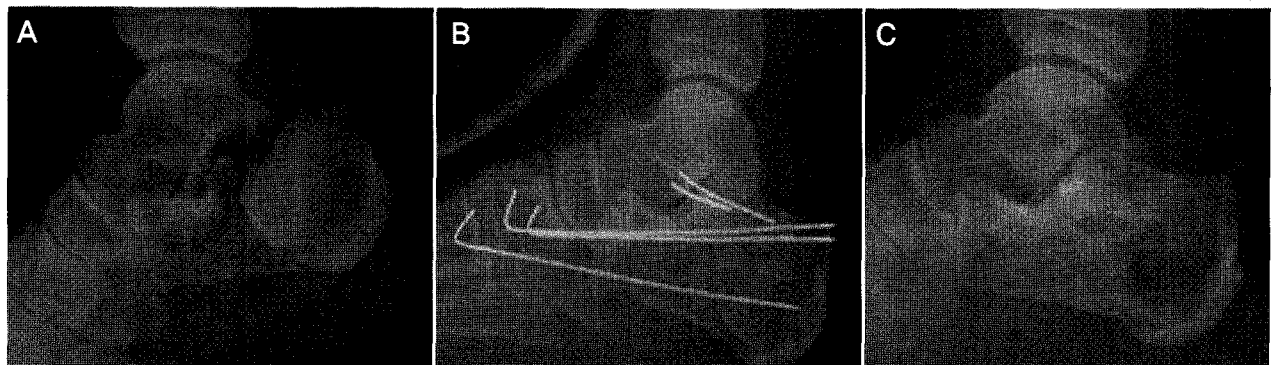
A 37 year-old man injured by fall from a height. (A) Preoperative lateral radiograph reveals joint depression type calcaneal fracture. (B) He was treated with open reduction and internal fixation using K-wires through Ollier approach. (C) The films reveals no interval changes at 1 year follow-up after operation.
